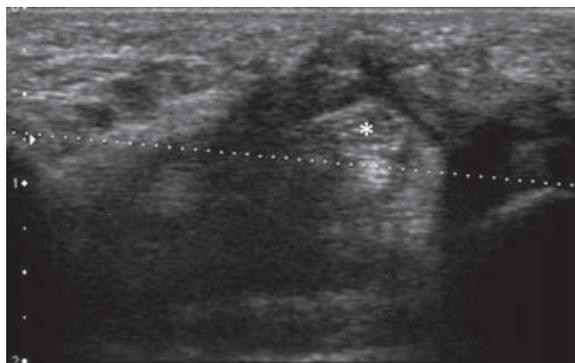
Coupe axiale échographique. Le médian (astérisque) et les tendons fléchisseurs sont situés au-dessus de la ligne. La décompression chirurgicale est jugée satisfaisante.
